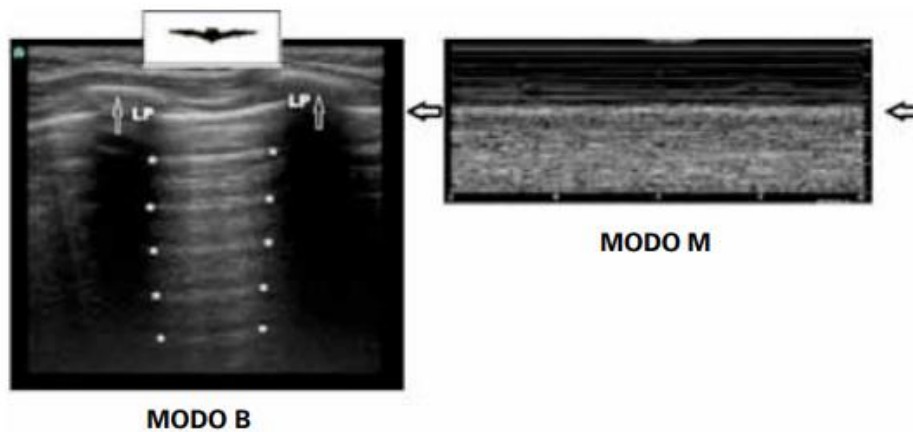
Ecografía pulmonar del parénquima pulmonar normal. Modo B: Signo del murciélago. Modo M: signo de la playa⁵.
